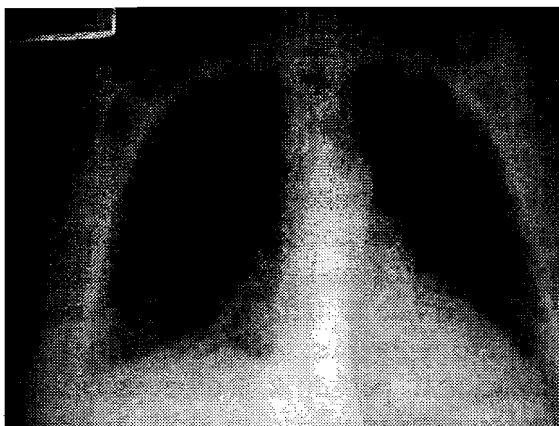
Radiografía de Tórax obtenida al ingreso. Muestra infiltrados intersticiales, sin broncograma aéreo.
